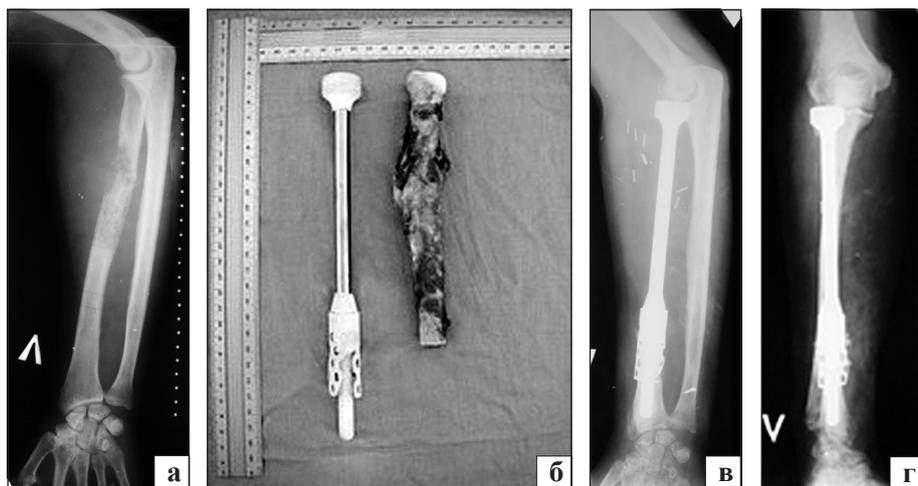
Фотоотпечатки рентгенограмм пациента 3. со злокачественной лимфомой левой лучевой кости, внешний вид удаленной опухоли и индивидуального эндопротеза: а) до операции; б) удаленная опухоль и индивидуальный эндопротез проксимального отдела лучевой кости; в, г) после операции
